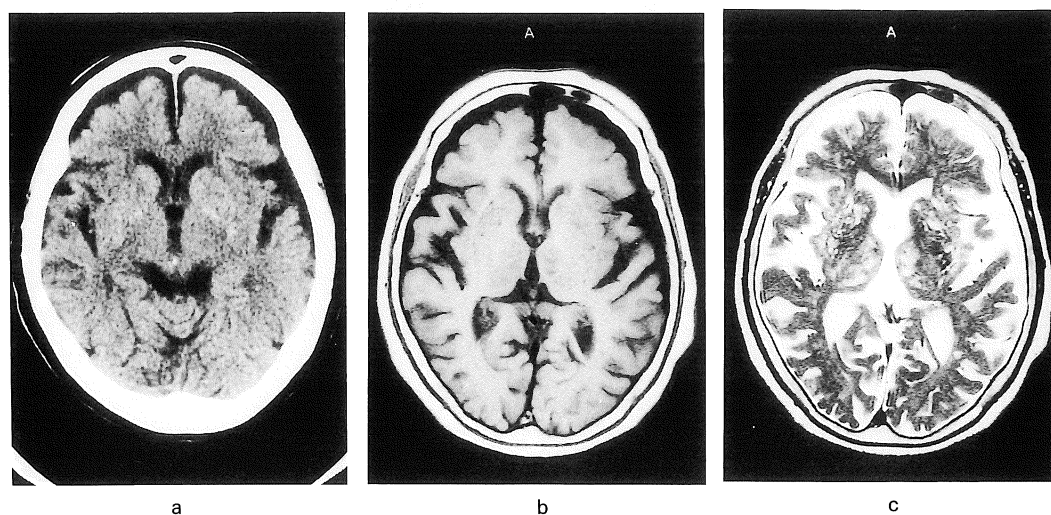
a) X-ray CT image of 76-year-old female patient (Case 2) with the highest mydriasis test. b) T₁-weighted SE image (TR525, TE15). c) T₂-weighted SE image (TR4100, TE120).
